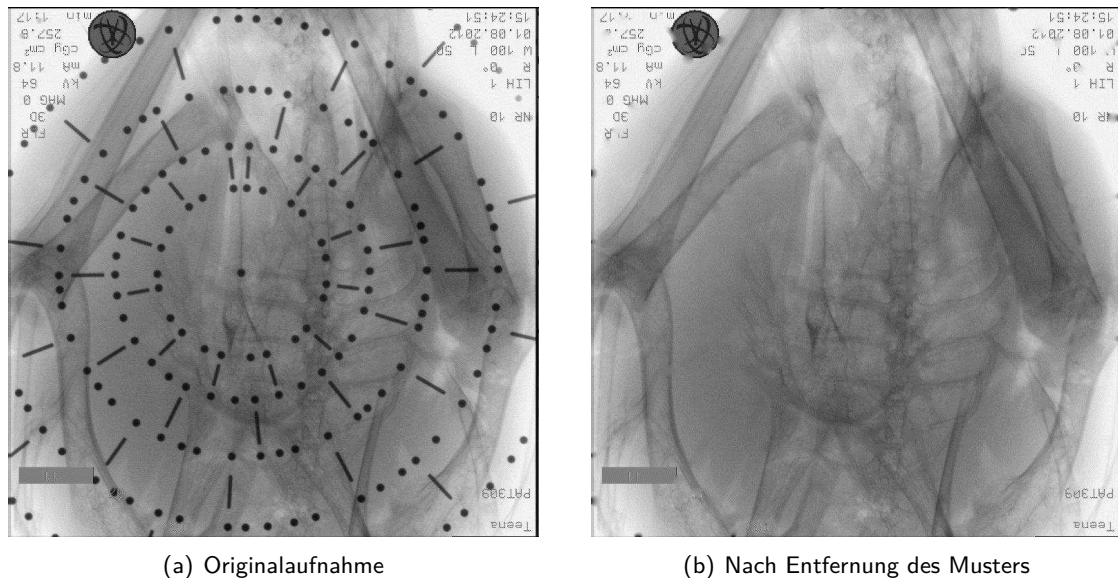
Intraoperative Röntgenaufnahmen zur Navigation in der Bronchoskopie mit Hilfe eines Musters (Abbildungen aus [162])
